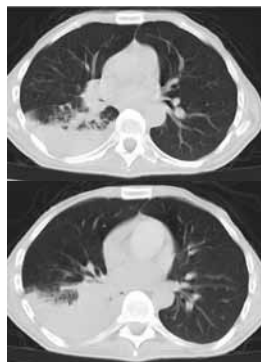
Chest Computerized Tomography shows a right hilum tumour-like shadow compressing the interlobular bronchus, consolidation/atelectasis of the right lower lobe and right-sided pleural effusion.
